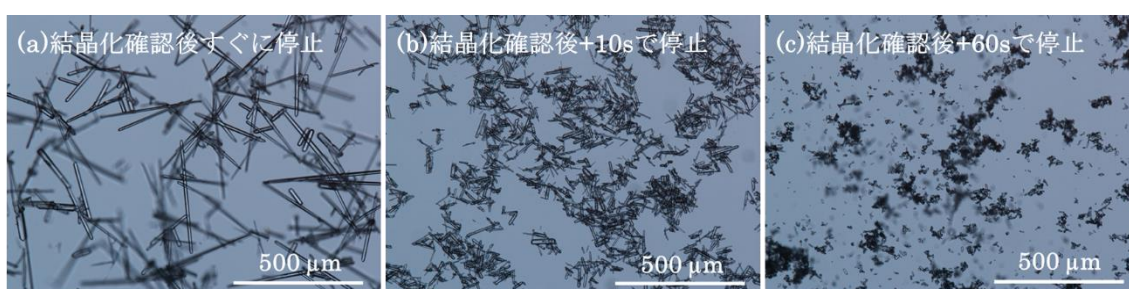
超音波照射停止タイミングとII形結晶サイズ：(a)結晶化確認後すぐに停止、(b)結晶化確認後+10 sで停止、(c)結晶化確認後+60 sで停止
